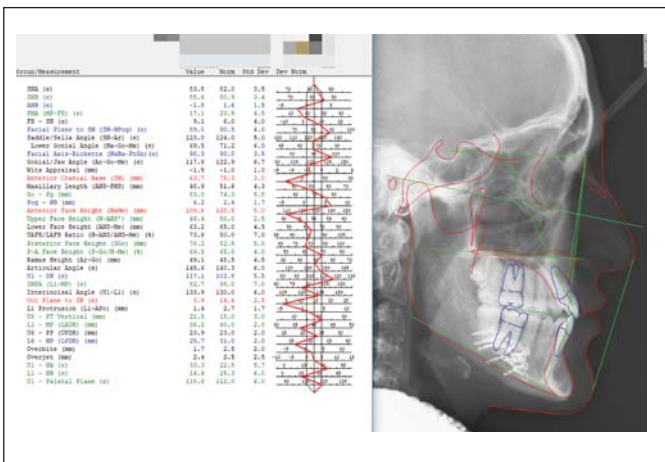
Телерентгенограмма головы в боковой проекции с расшифровкой в программе Dolphin Imaging пациентки Т., 18 лет, с мезиальной окклюзией гнатической формы после операции.
